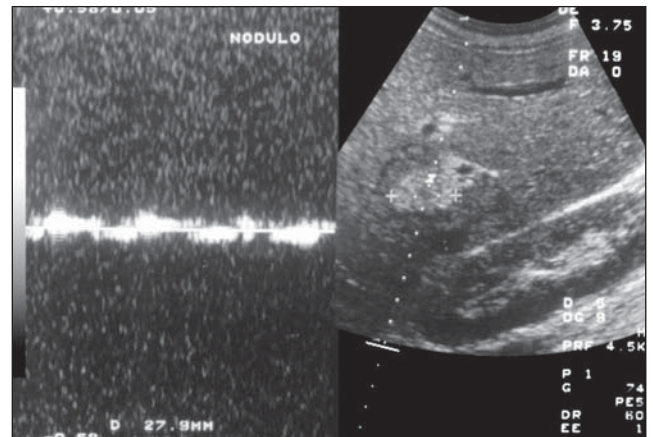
Doppler espectral demonstrando a presença de fluxo de baixa amplitude no interior da lesão.
